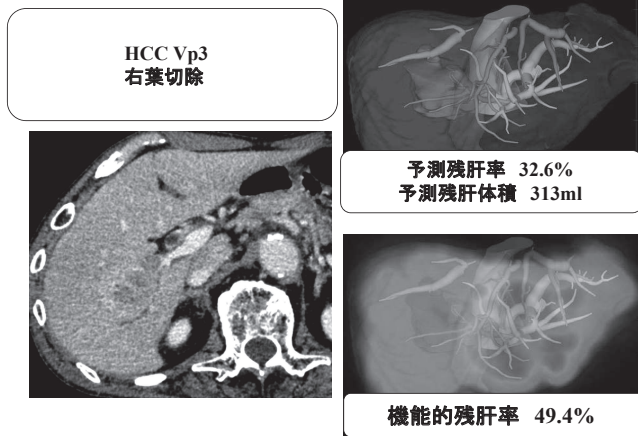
CT-volumetryとGSAによるfusion
